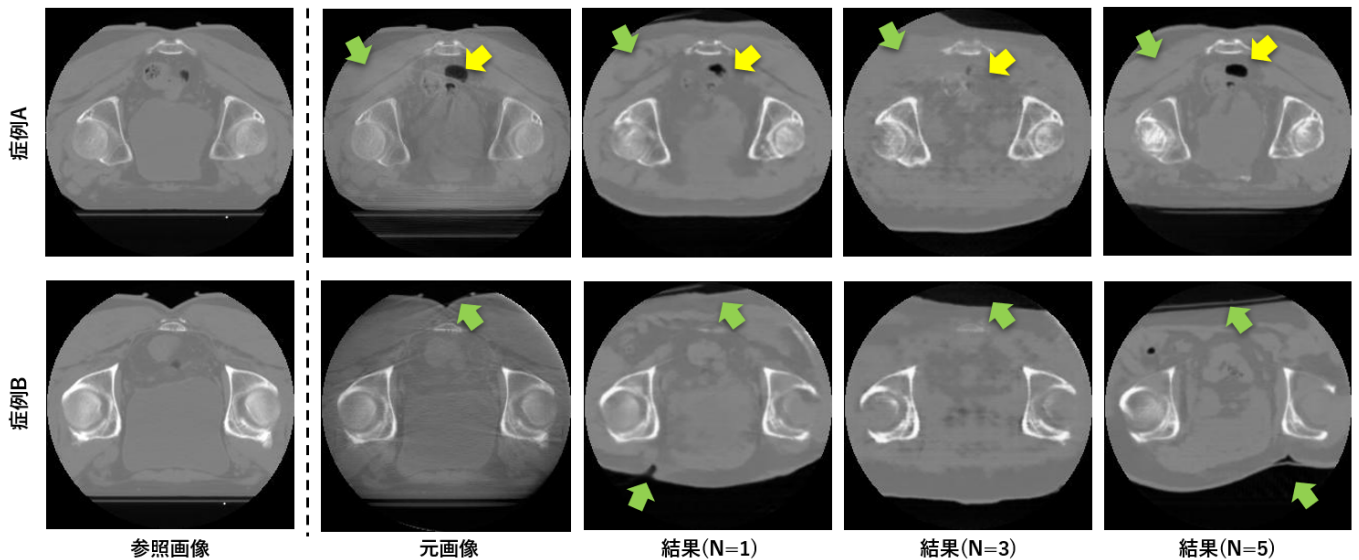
提案手法と従来手法による CBCT 画像 2 例の変換結果
